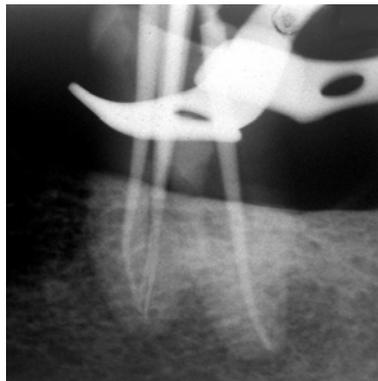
Radiografia da prova do cone.
